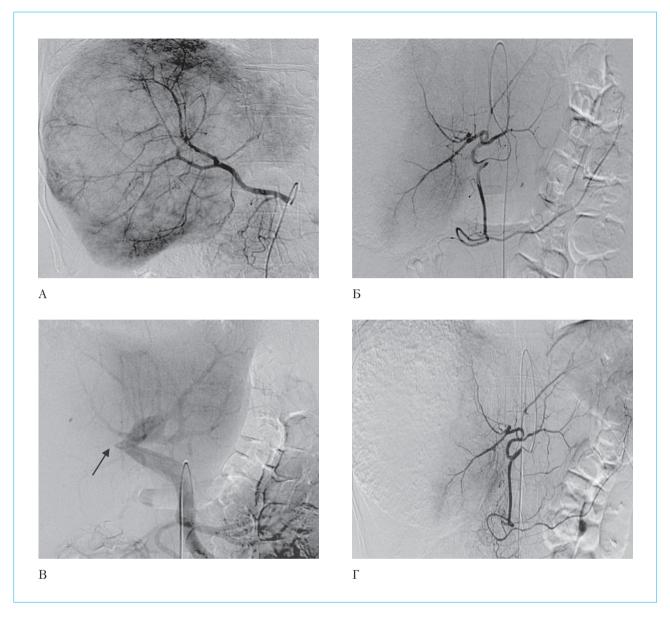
Ангиограммы пациента М.: А — вариант сосудистой анатомии гастропанкреатобилиарной зоны: замещающая правая печеночная артерия от верхней брыжеечной. В проекции всей правой доли печени определяется гиперваскулярное патологическое образование с распространением на SIV; Б — левая печеночная от общей печеночной артерии. В проекции левой доли печени патологические образования отчетливо не визуализируются; В — верхняя брыжеечная, ствол и левая ветвь воротной вены проходимы. Отмечается окклюзия правой ветви воротной вены (стрелка). Кровоток гепатопетальный; Γ — после химиоэмболизации 150 мг карбоплатина + 8 мл липиодола правой печеночной артерии на контрольном снимке отмечается компактное накопление химиоэмболизата в опухоли, катетер оставлен в общей печеночной артерии для химиоинфузии
